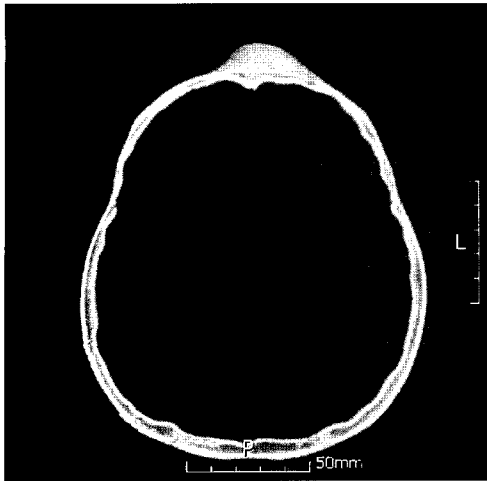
This is a CT image in April, 1999. The osteoma was recurred at the primary site, where the previous osteoma has been shaved, 7 years ago. Note the recurrence of the osteoma.
